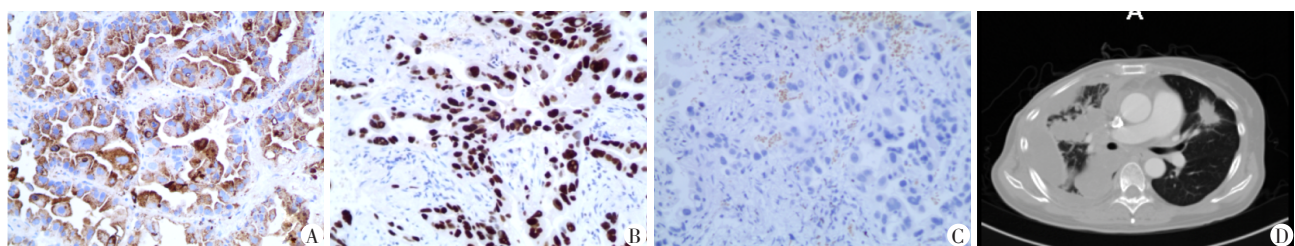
左上肺穿刺活检免疫组化图片(×200)和疾病进展胸部CT
